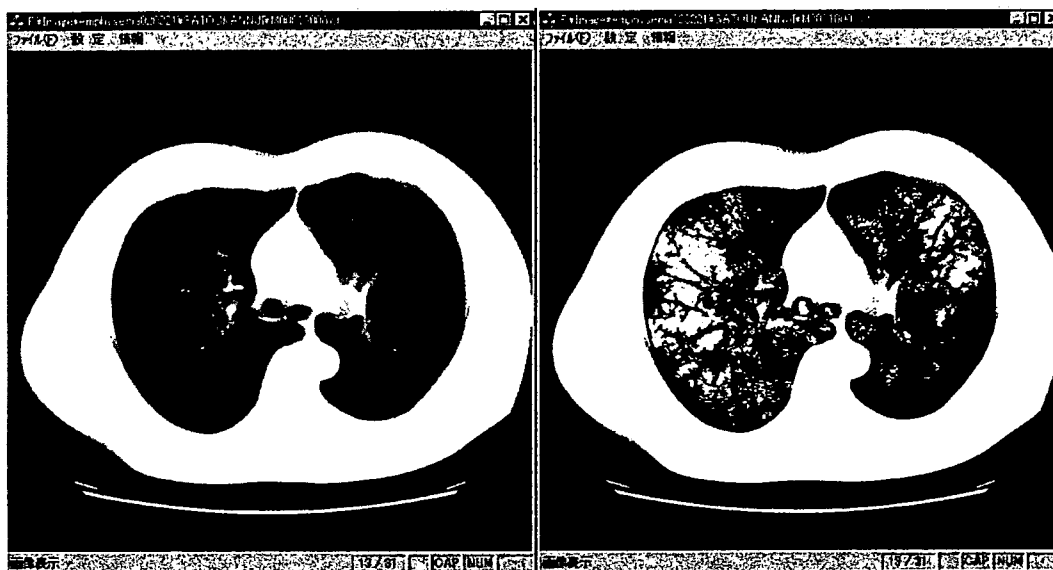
低線量 CT 画像と CT 肺気腫提示用処理画面
